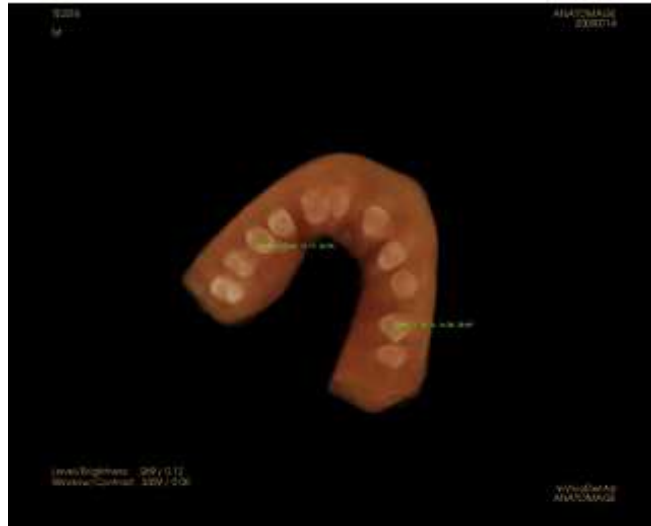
Vista de secção dentária, *in vivo*, obtida a partir de tomografia computadorizada de feixe cônico. Adaptado de Nguyen *et al.* 2011
